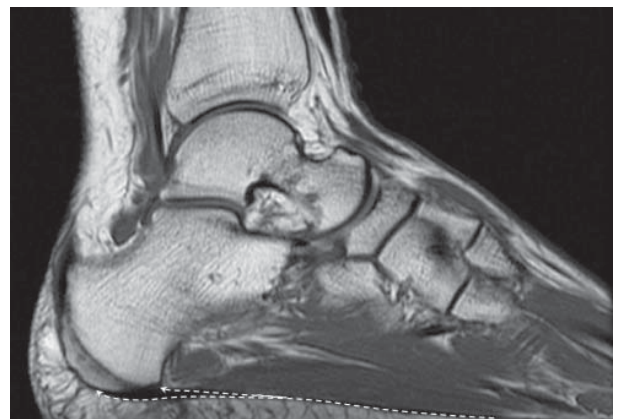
A sagittal MR image on the level of the plantar aponeurosis attachment. Dotted arrows point at the proximal and distal ends of the attachment area for the aponeurosis
